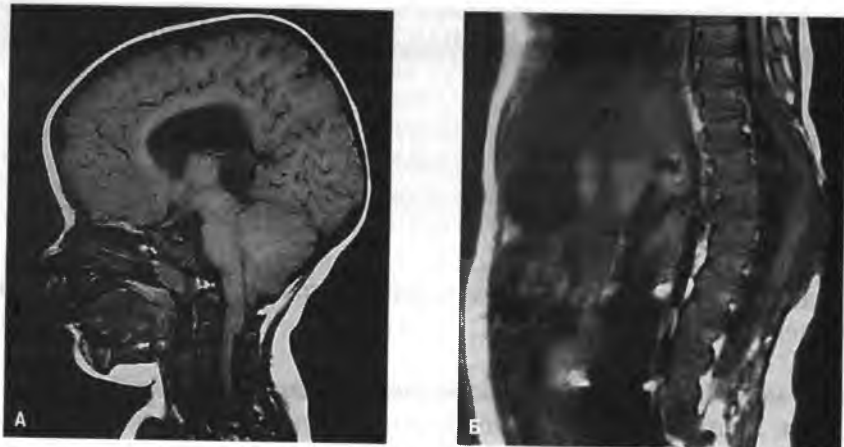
А — Срединное сагитальное T_1 -взвешенное МРТ изображение головного мозга без контрастирования. Мальчик 6 месяцев с аномалией Арнольда–Киари II типа. Обратите внимание на смещение вниз миндалин мозжечка через большое затылочное отверстие до уровня позвонка С2 и связанная с ней обструктивная гидроцефалия. *Б* — Срединное сагитальное T_1 -взвешенное МРТ изображение пояснично-крестцового отдела позвоночника без контрастирования: менингомиелоцеле на тораколюмбальном уровне, связанное у мальчика с аномалией Арнольда–Киари на рис. А. Обратите внимание на кифоз, отсутствие задних элементов позвонков, плохо сформированный спинной мозг на уровне дефекта. Выше дефекта в спинном мозге выявляется маленькая полость
